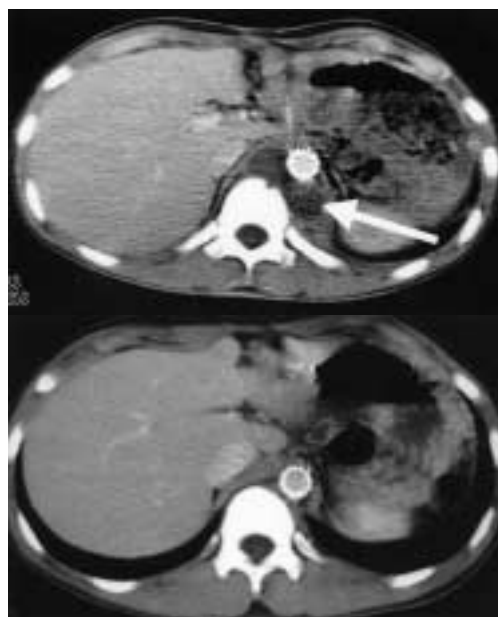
a: CT scan showing post-traumatic pseudoaneurysm (40mm in diameter) on the 15th day after the traumatic injury. Concurrently, a pseudocyst of the pancreas was on the pseudoaneurysm. b: The pseudoaneurysm enlarged to 60mm in diameter on the 32th day after the traumatic injury. \*: Pseudoaneurysm  $\Rightarrow$ : Abdominal aorta  $\rightarrow$ : pseudocyst of pancreas
